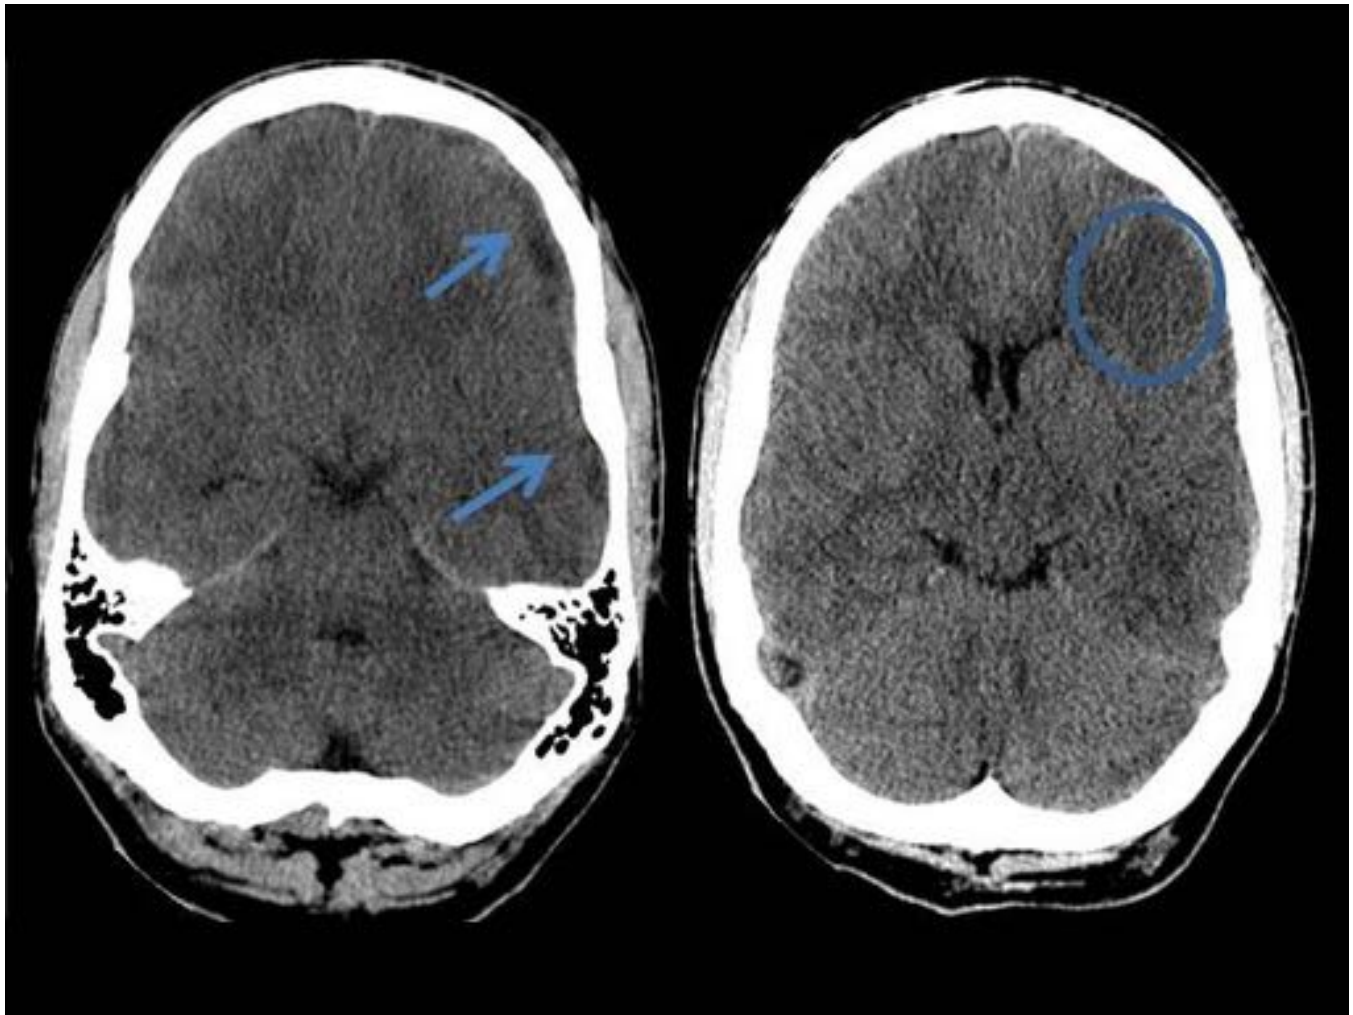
Varón de 32 años con diagnóstico de neumonía de lóbulo superior derecho, presentaba hemoptisis, disartria y cefalea hemicraneal izquierda; tenía antecedentes de Sinusitis. Se realiza TC de cráneo sin CIV. No se describe imagen hipodensa en región frontal izquierda compatible con área de infarto isquémico agudo (círculo) ni la colección subdural hipodensa extraaxial compatible con empiema subdural frontotemporal ipsilateral (flechas).
